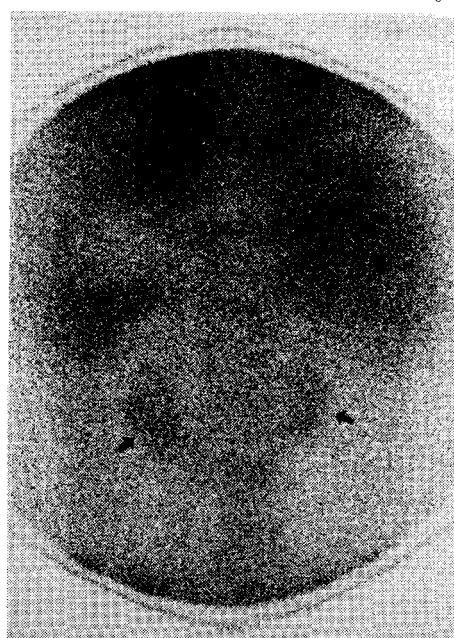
Renoscintigram, showing severe atrophy of bilateral kidneys (arrows).
